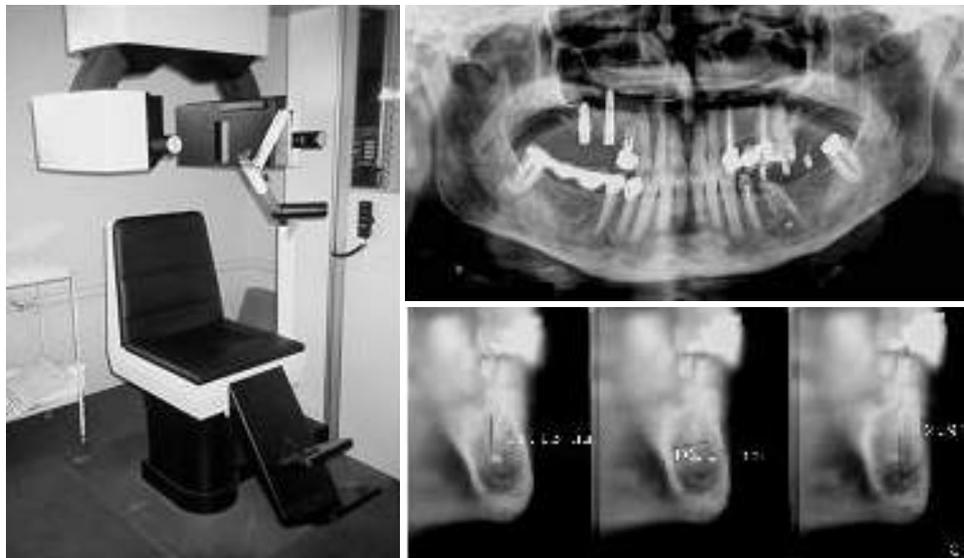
Appareil Scanora ® , tomographies spiralées embarquées : bilan pré-implantaire mensuratif mandibulaire gauche avec guide radiologique. (cliché de l'auteur)
